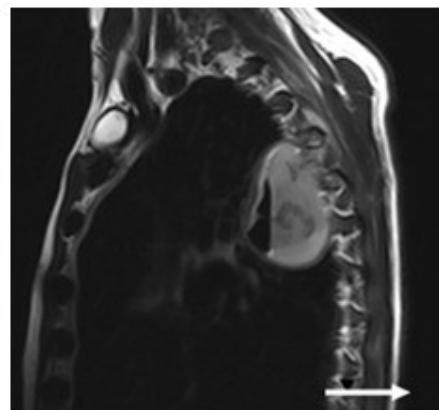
Resonancia Magnética medular dorsal. Secuencia T2 FLAIR.
